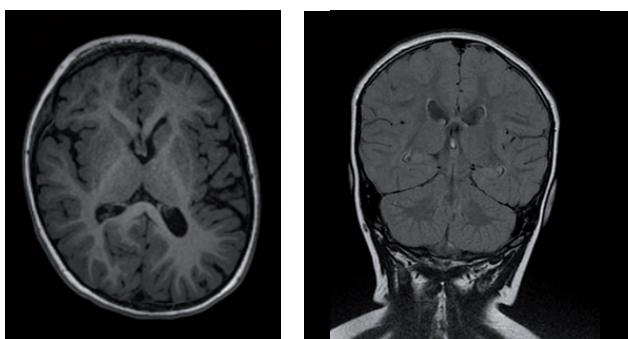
МРТ (1,5 Т) – структурных аномалий головного мозга не выявлено
